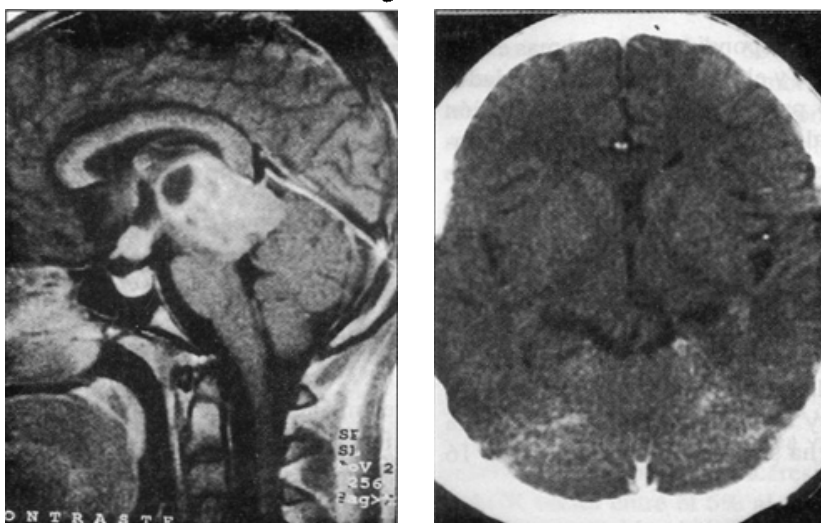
Caso 1. IRM en plano sagital (izquierda), pre-RT, potenciada en T1 (TR450/TE15) reforzada con gadolínico la cual muestra una lesión heterogéneamente hiperintensa con un componente quístico en la región pineal. también se visualizan lesiones de la mismas características en el quiasma óptico, tallo pituitario y piso del tercer ventrículo. TC contrastada post-RT (derecha) que muestra la resolución de la lesión.
